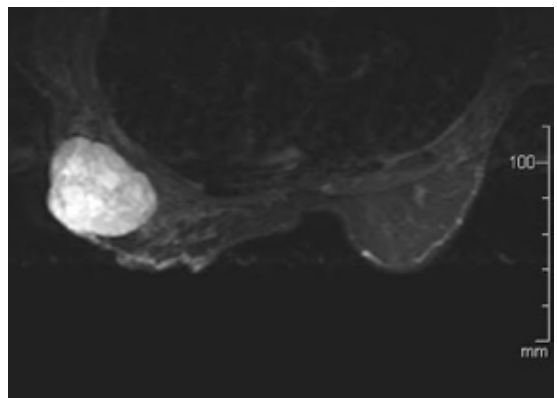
La resonancia magnética muestra un tumor sólido en el cuadrante súpero-externo de la mama izquierda con componente exofítico e intramamario que desplaza las estructuras adyacentes, vascularizado, con zonas de necrosis y sangrado activo.
